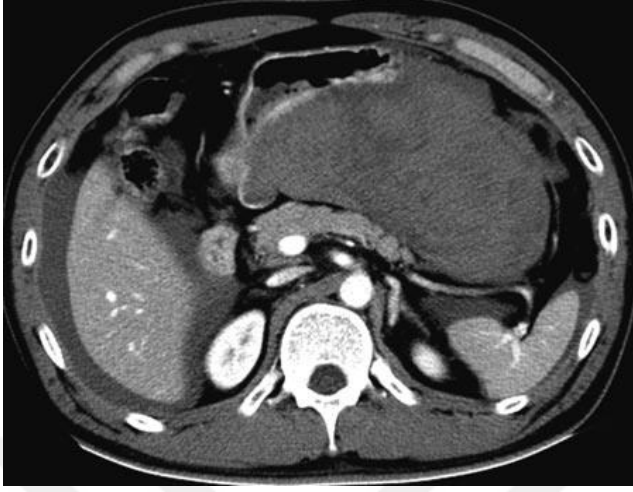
68 yaşında fazla alkol tüketen, iki gündür epigastrik ağrısı olan erkek hastanın Lasser kesesinde inflamatuvar infiltrasyon. BT kesitlerinde peripankreatik yağlı dokuda infiltrasyon ve inflamatuvar eksüdanın lasser kesesine yayılımı (ok işareti). Bulgular akut pankreatiti destekliyor.
